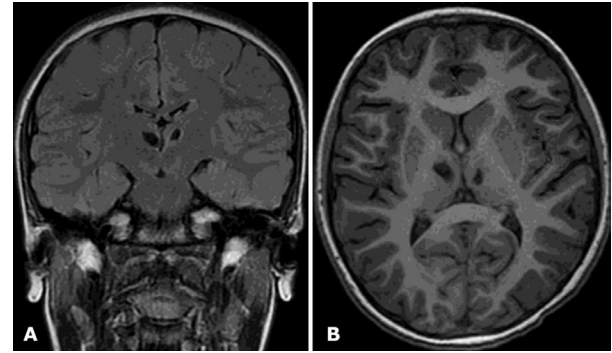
RM cerebral tras 15 meses de evolución. A, coronal T2 FLAIR; B, axial T1. Cavitades malácicas residuales al infarto lacunar en fase crónica.
